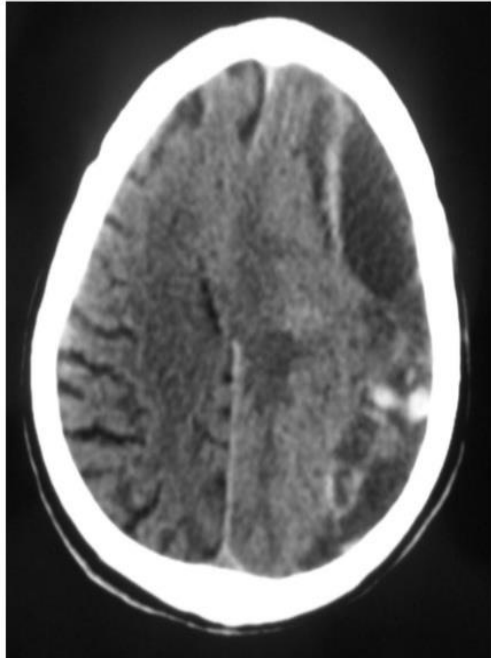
TDM cérébrale en coupe axiale montrant la présence d'un HSD hémisphérique gauche de densité hétérogène cloisonné [30].
